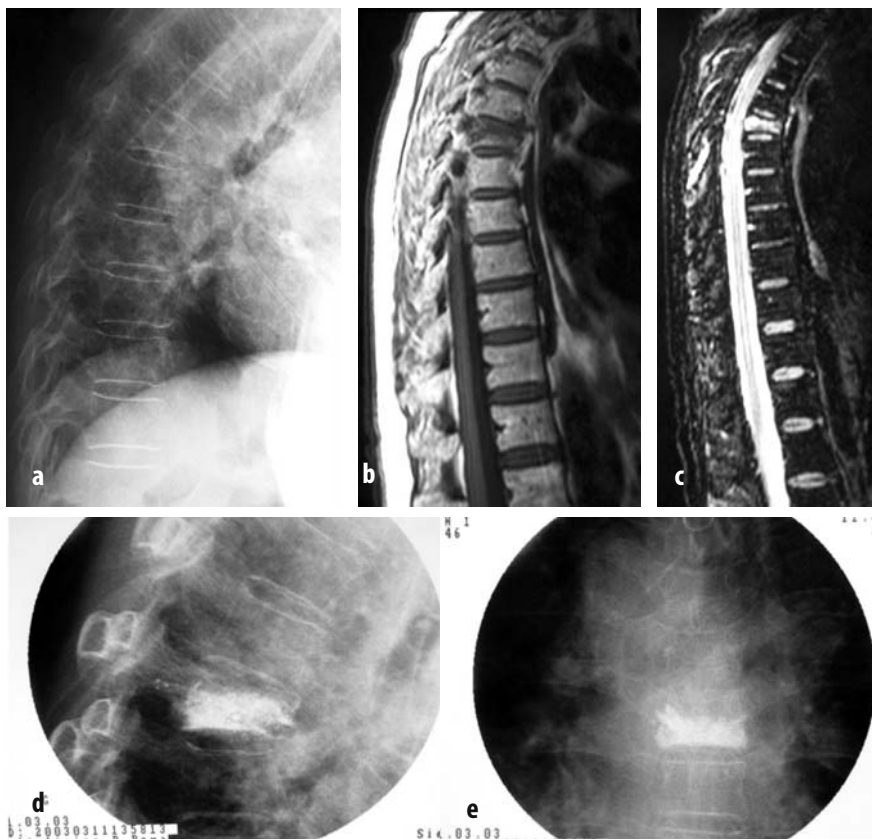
a-e. a Paziente femmina di 71 anni affetta da frattura vertebrale di D7 da osteoporosi primaria. b, c Le sequenze RM evidenziano una ipointensità di segnale in T1 e aumento del segnale in STIR. d, e Controllo radiografico intra-operatorio dopo vertebroplastica
